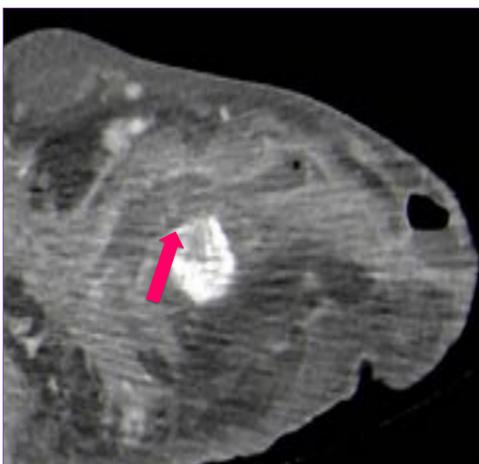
y fig 21. TC de pelvis con contraste iv. Varón. 43 años. Espina bífida. En la primera figura se observa una colección de líquido intraarticular, en bursa y tejido blandos periarticulares compatible con artritis y bursitis séptica. En la segunda figura con ventana ósea se observan las erosiones óseas en el contexto de la artritis séptica.
